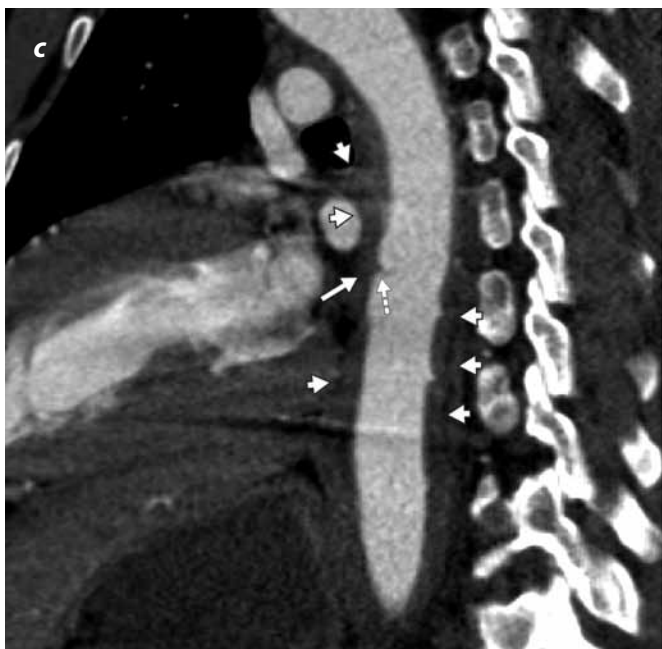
Angiotomografía de tórax. Reconstrucción sagital que muestra la extensión del hematoma paraaórtico (flechas cortas), irregularidad en la pared anterior de la aorta (flecha) y la disposición horizontal del levantamiento intimal (flechas punteadas).
